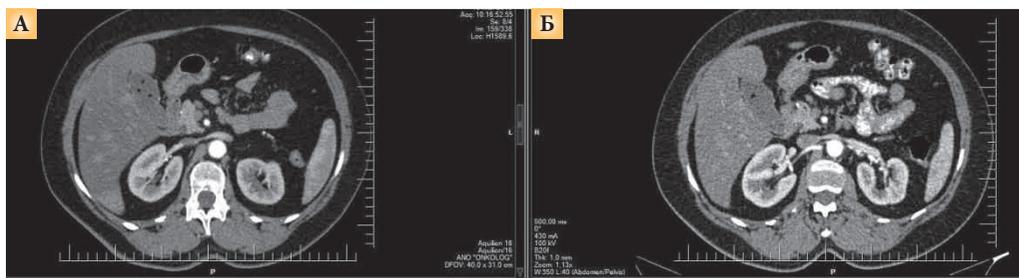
Результаты КТ: достижение контроля над опухолью на фоне терапии ланреотидом (А – 2014 г., Б – 2016 г.)
